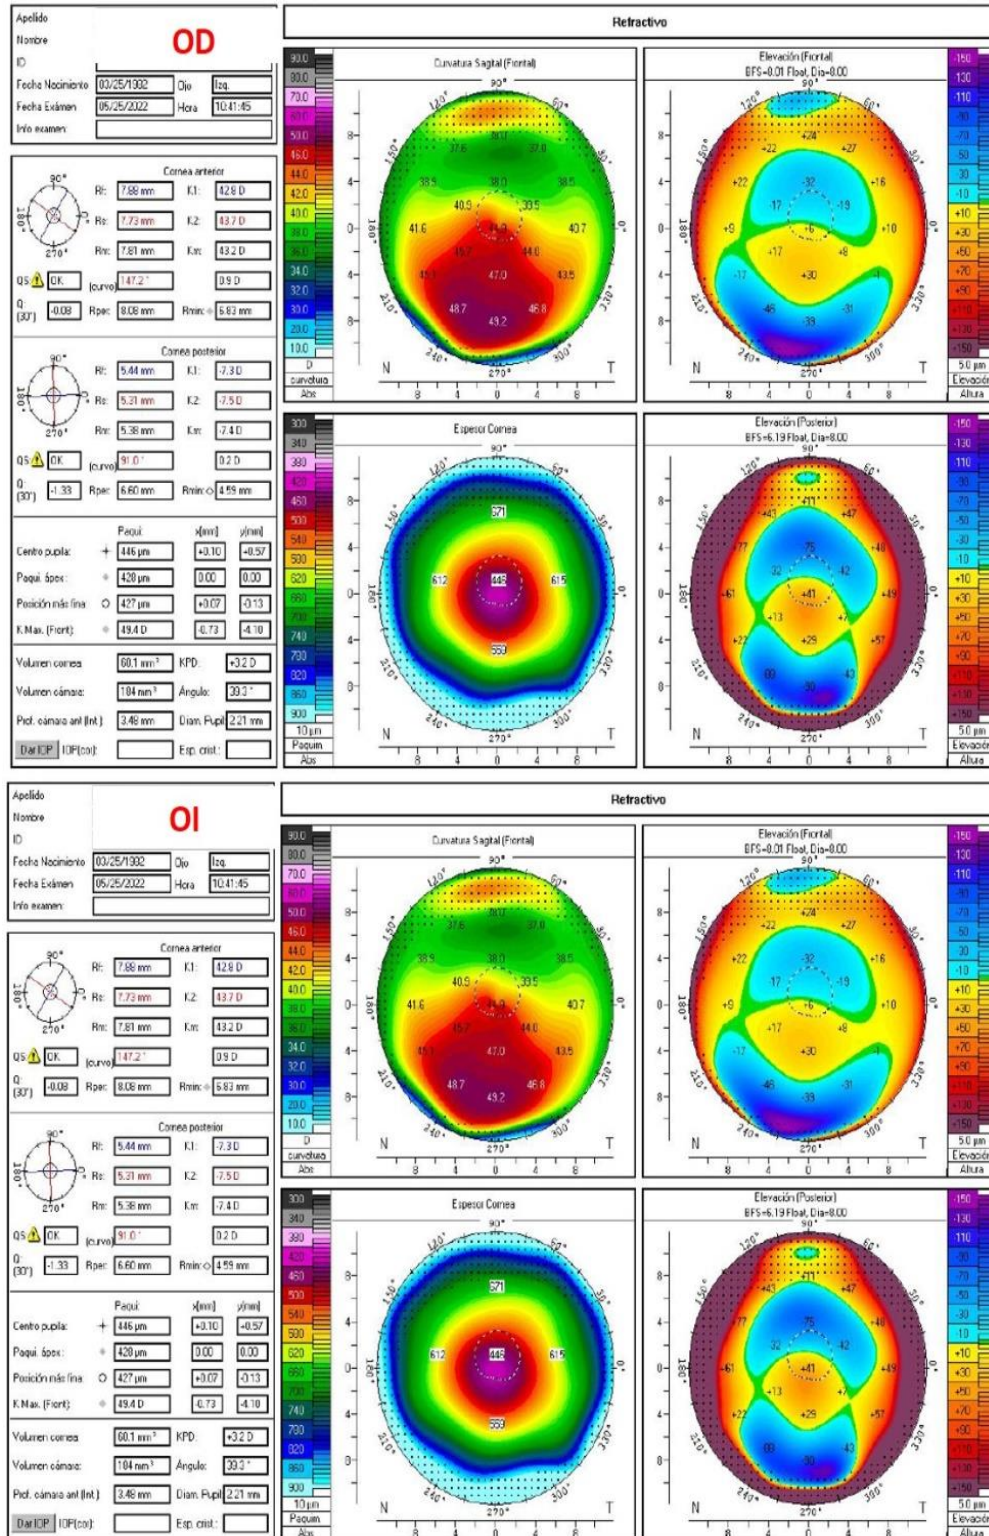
Los cuatro mapas (o representaciones a color) refractivos del ojo derecho (OD) y el ojo izquierdo (OI). Tomografía con el Oculus Pentacam AXL.
